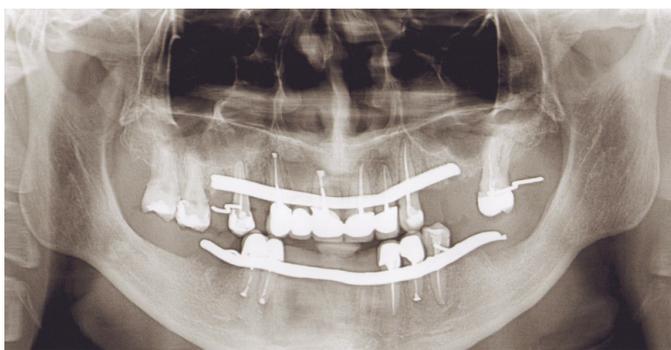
Ортопантомограмма той же пациентки через 3 месяца после реплантации
